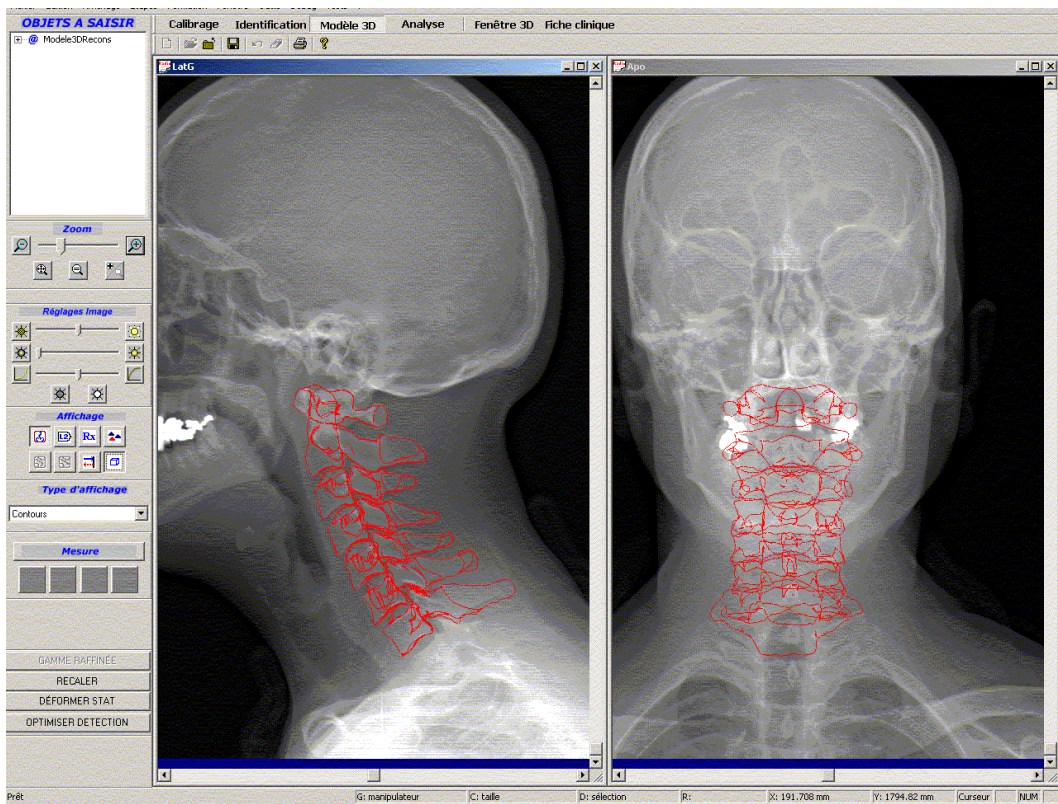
Contours des vertèbres rétroprojetées ajustées aux images radiographiques.
